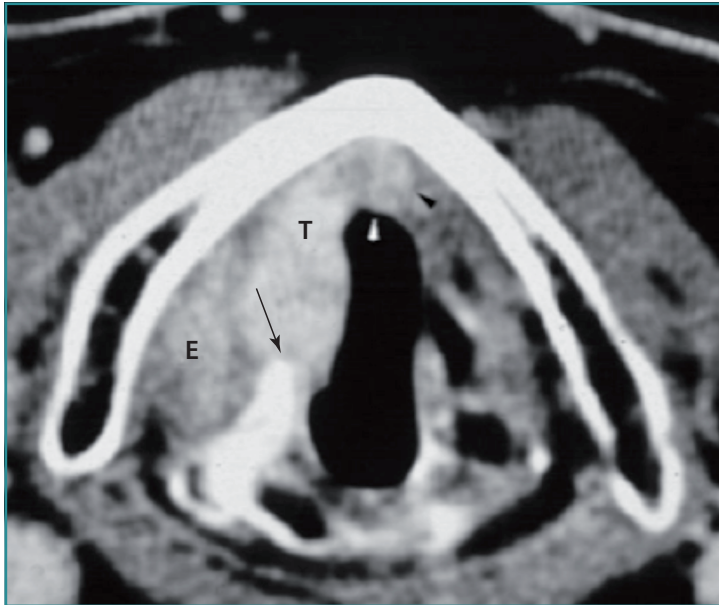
Lesión radiológica en TC de carcinoma epidermoide laríngeo.
